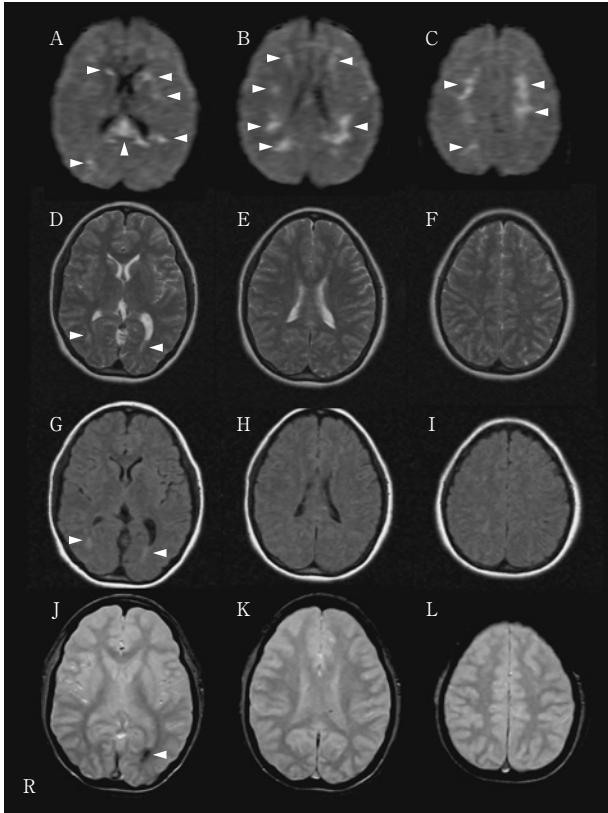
MRI 36 hours after the injury. Toshiba 1.5-Tesla Excelart.
